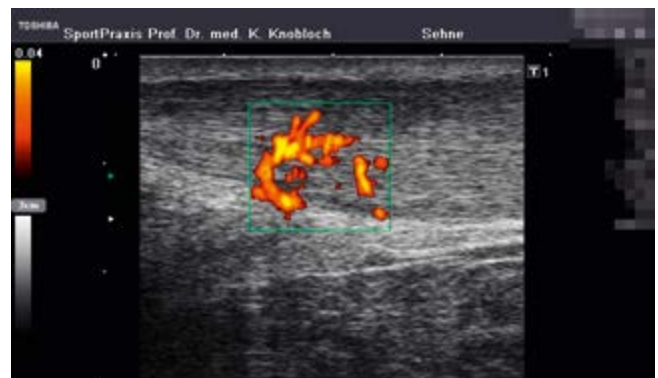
Power-Doppler-Sonographie bei Midportion-Achilles-tendinopathie mit spindelförmiger Verdickung der Achillessehne und von ventral in die Achillessehne einstrahlende Neogefäße mit begleitenden Schmerzfasern.
